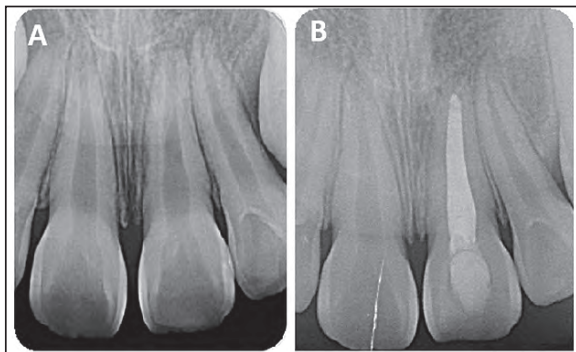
A. Radiografía previo a tratamiento endodóntico en la cual se evidencia falta de cierre radicular apical, presencia de lesión apical. B. Radiografía 4 meses después de tratamiento endodóntico en la cual se evidencia cierre radicular, presencia de ligamento periodontal apical y reparación apical de tejidos apicales.
